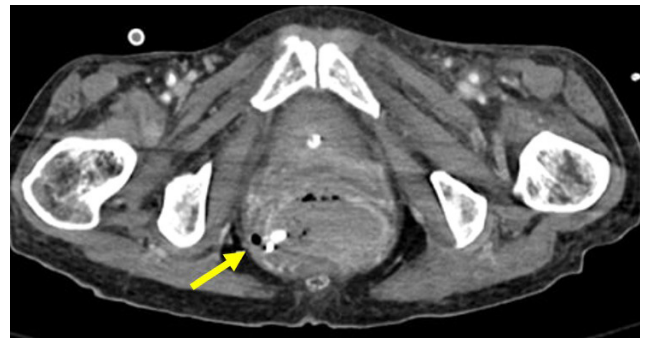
Abdominal and pelvic computed tomography shows free air at Rt. side of mid rectum with moderate amount of pneumoperitoneum (arrow).
